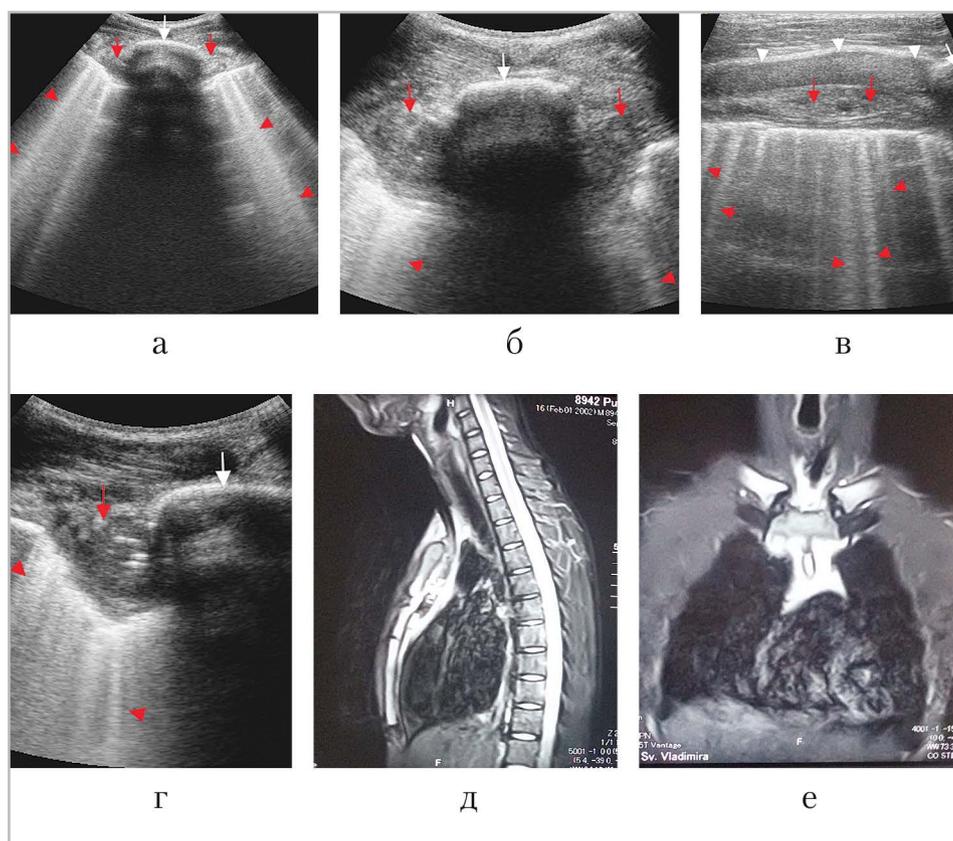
Результаты лучевого обследования пациента: *белые стрелки* — грудина, *короткие белые* — хрящевая часть ребра; *красные стрелки* — патологическое содержимое парастернально; *короткие красные* — массивные В-линии от поверхности легких; *а* — поперечный скан на уровне тела грудины, конвексный датчик 2–5 МГц; *б* — тот же скан, прицельная визуализация парастернальных включений; *в* — продольный парастернальный скан на уровне верхней части тела грудины, линейный датчик 3–8 МГц; *г* — через сутки, парастернальный поперечный скан справа, конвексный датчик 2–5 МГц, в парастернальном скоплении отчетливо видны включения газа; *д, е* — КТ, сагиттальный и фрагментальный срезы соответственно
